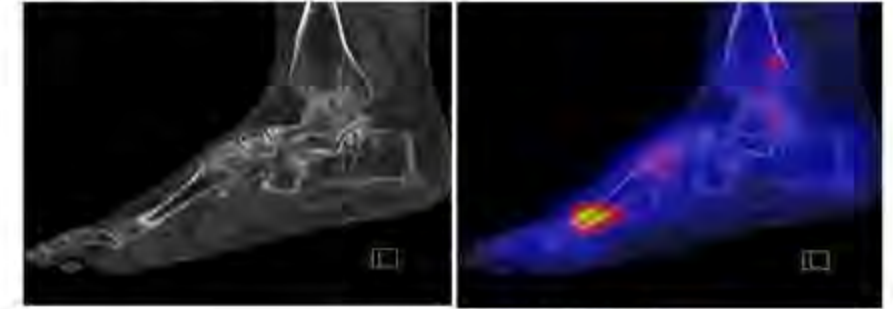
TEMP/TDM Centré sur les pieds
